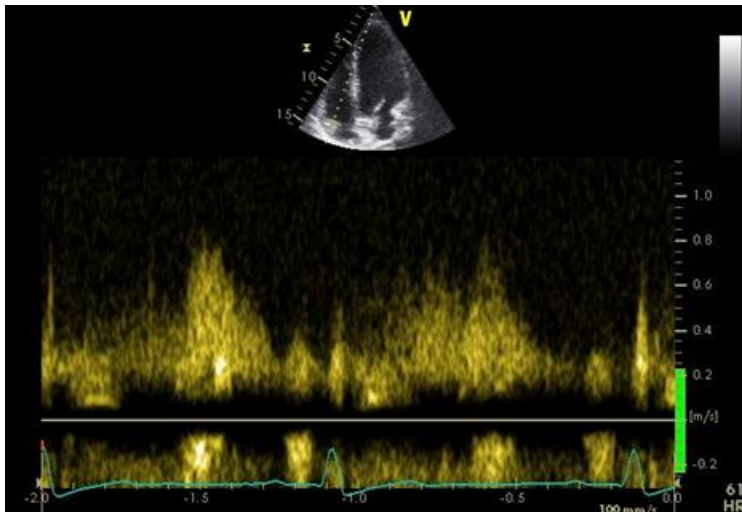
pw-Doppler TK (A) und Messung pw-Doppler TK (B), cw Doppler TK (C) zur Detektion hoher Geschwindigkeiten (Ausschluss Trikuspidalstenose)
